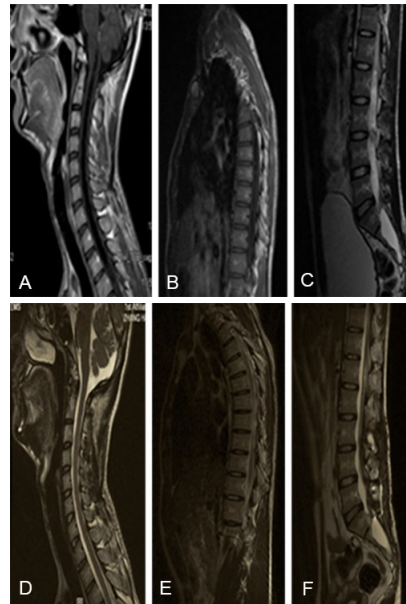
椎管内畸胎瘤并骶管囊肿致脊髓栓系手术前后 MRI
